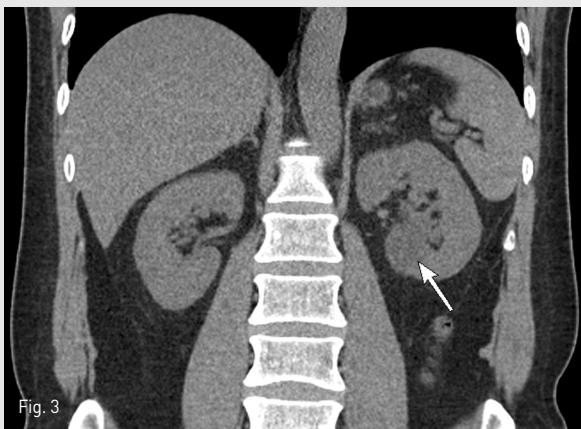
Abdominal enhanced coronal CT scan shows simple renal cyst in left kidney (arrow) and hydronephrosis (arrowhead).
